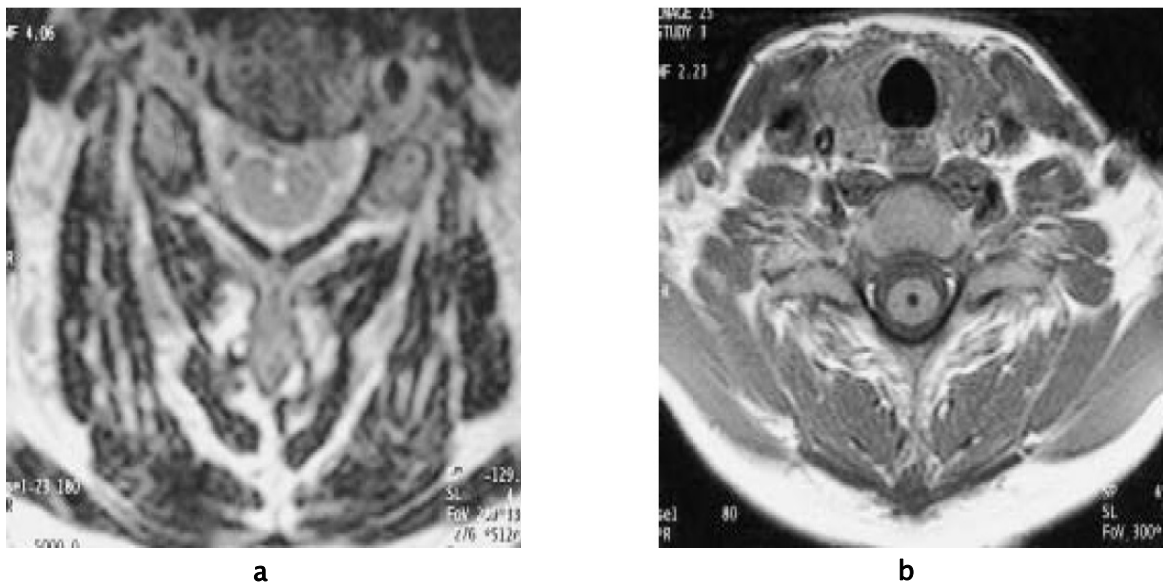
IRM médullaire en coupe axiale en séquence pondérée T2 (a) T1 (b) montrant la présence d'une cavité filiforme centrée sur le canal de l'épendyme (hydromyélie), de découverte fortuite sans symptomatologie clinique [1].
